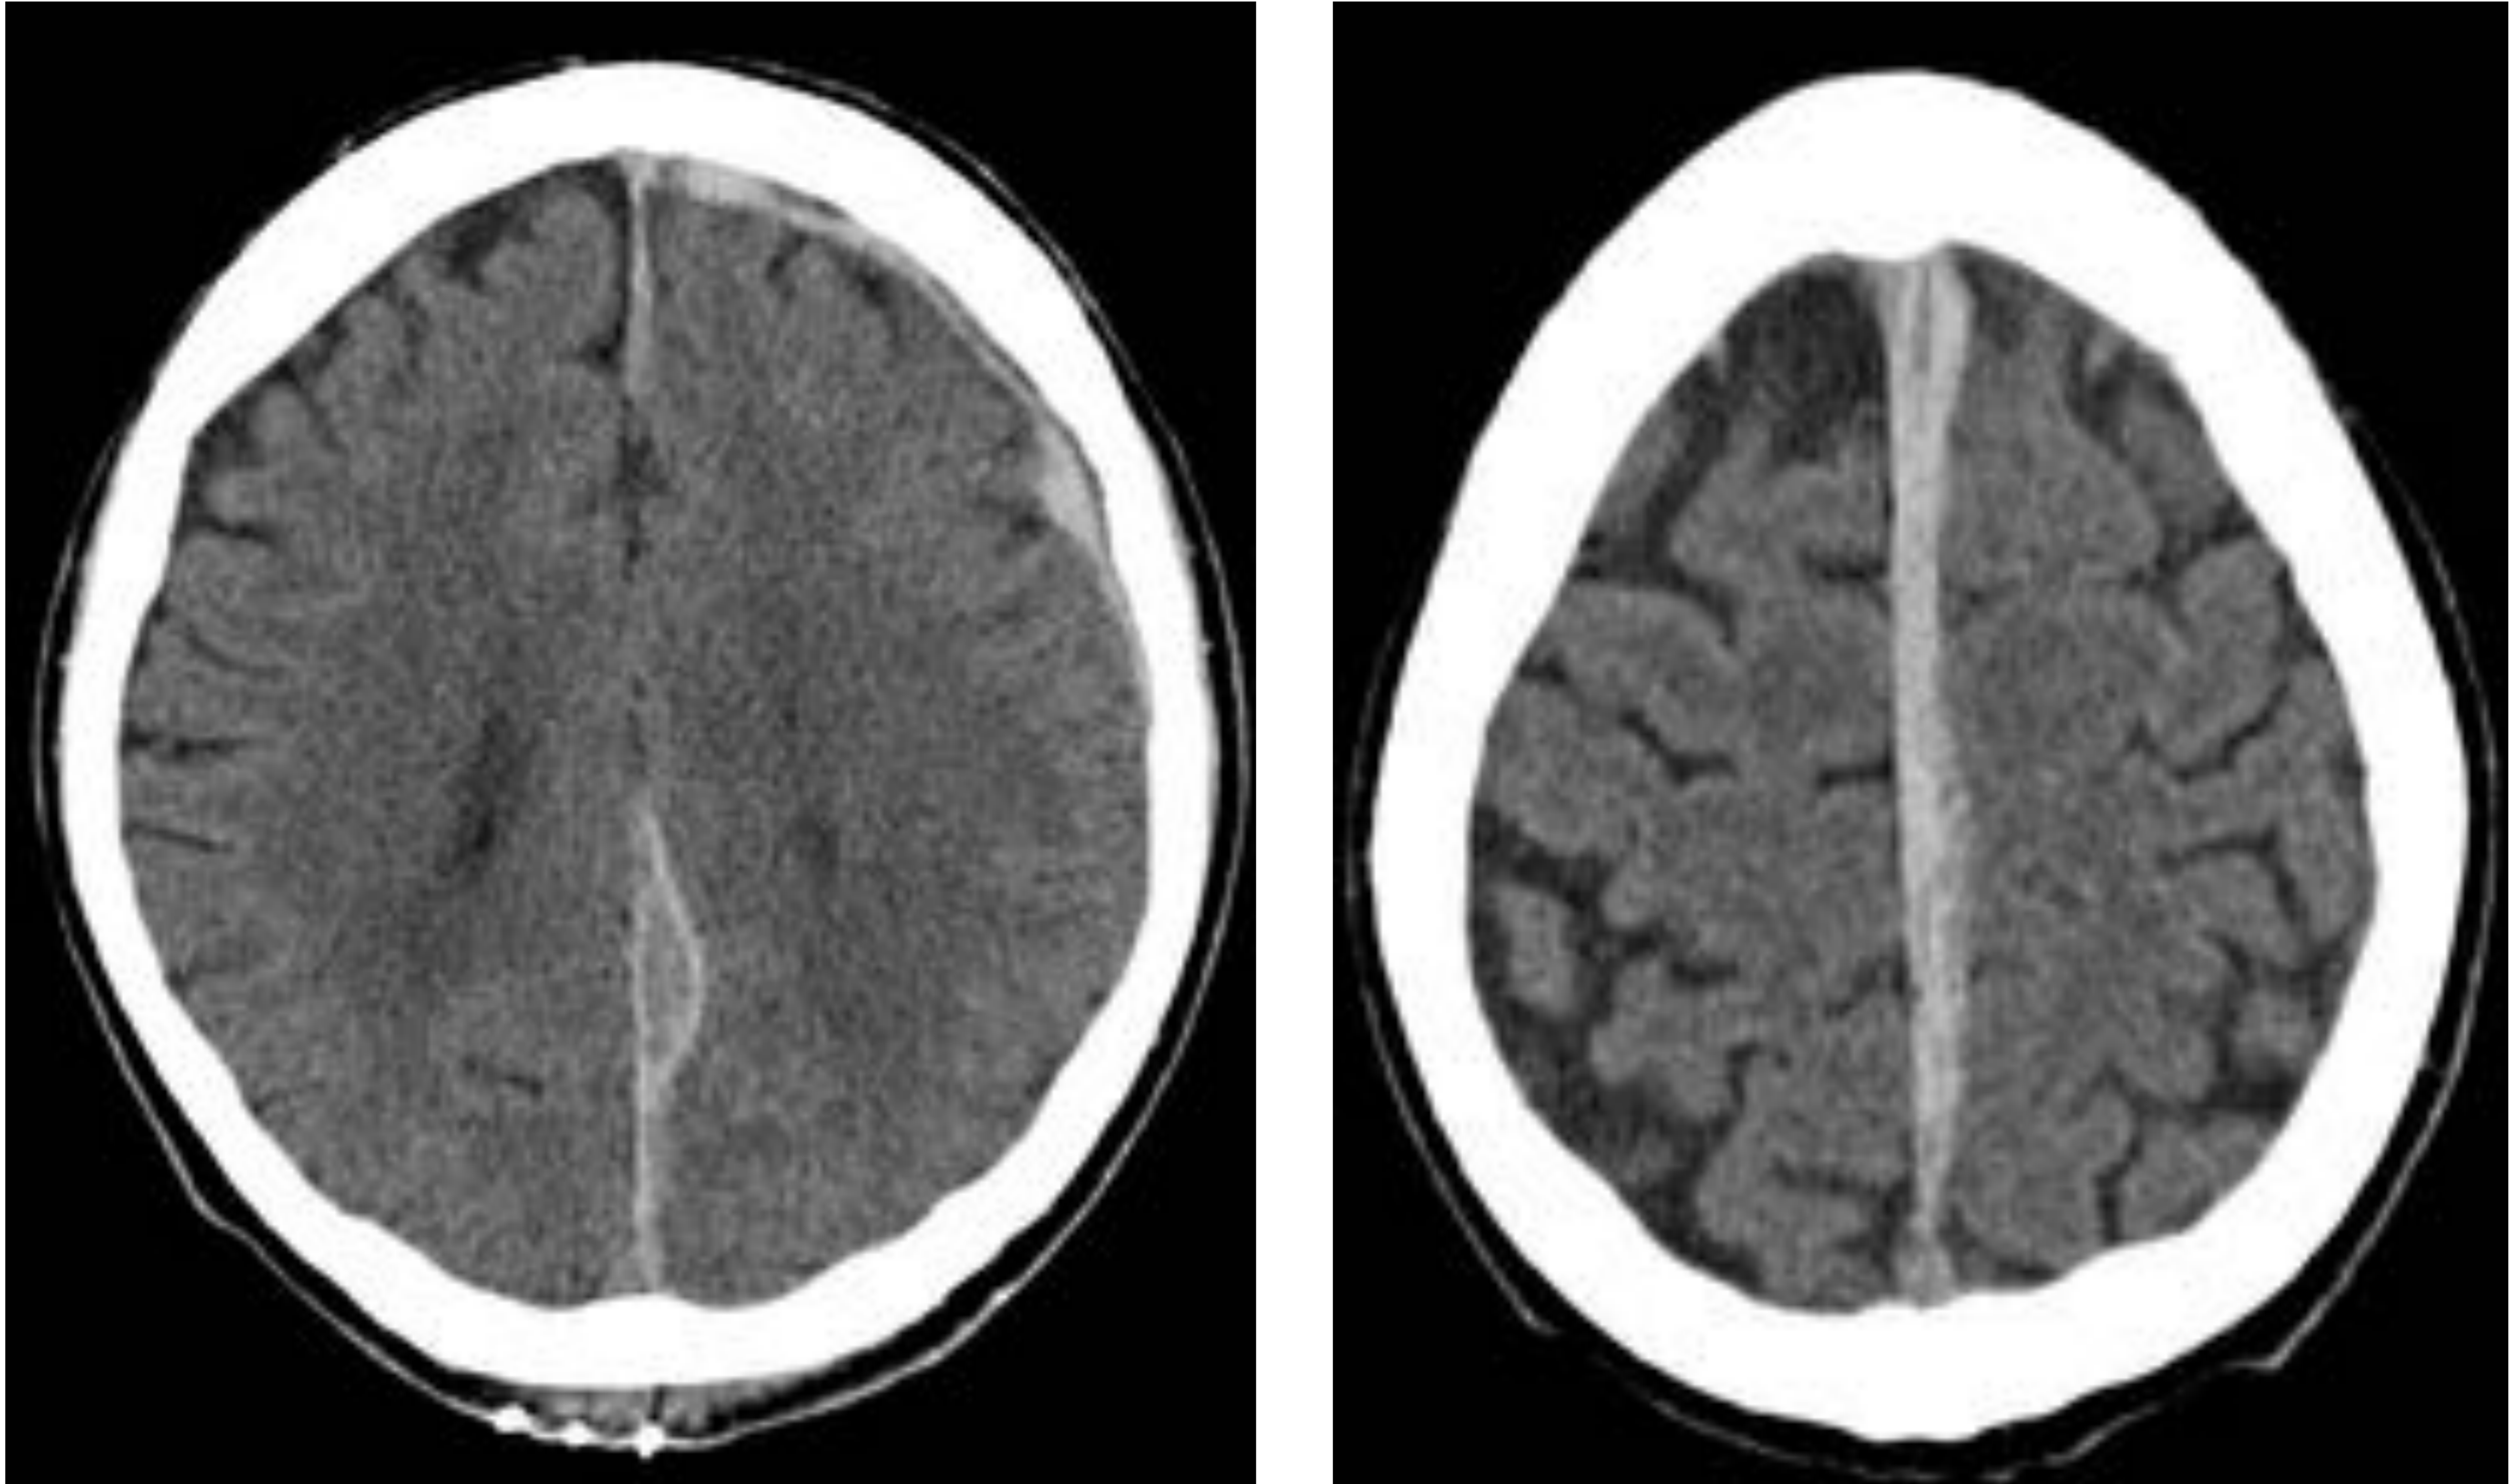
TC craneal sin CIV, corte axial. Mínima colección laminar de alta atenuación extraaxial (flecha) a nivel parietal izquierdo, en el punto del golpe. Se interpreta como HSD agudo leve. No asocia sangrado a otro nivel. Paciente del grupo A: toma de AG (AAS).
